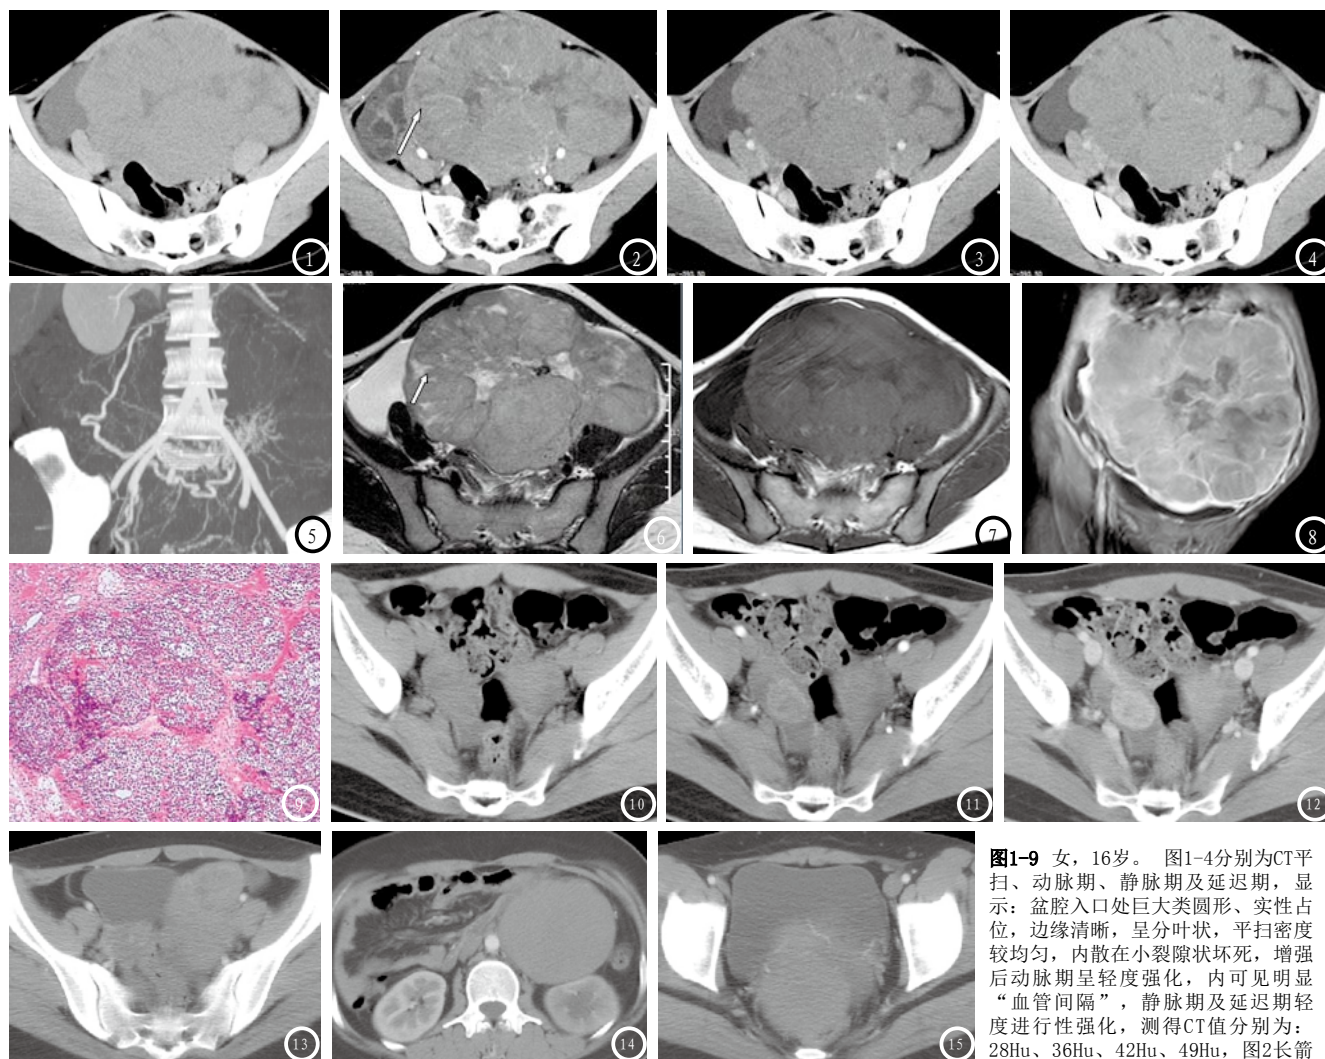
女, 16岁。图1-4分别为CT平扫、动脉期、静脉期及延迟期, 显示: 盆腔入口处巨大类圆形、实性占位, 边缘清晰, 呈分叶状, 平扫密度较均匀, 内散在小裂隙状坏死, 增强后动脉期呈轻度强化, 内可见明显“血管间隔”, 静脉期及延迟期轻度进行性强化, 测得CT值分别为: 28Hu、36Hu、42Hu、49Hu, 图2长箭头示“血管间隔”; 图5 VR图像显示肿瘤由扭曲、增粗的右侧卵巢动脉供血, 供血血管呈“间隔样”排列; 图6-7 分别为T2WI、T1WI序列, 纤维间隔呈低信号改变(短箭头示: “纤维间隔”), 且CT增强所示“血管间隔”与纤维间隔位置、排列相同; 图8 MRI增强冠状位清晰显示肿块全貌, 纤维血管间隔及包膜明显强化; 图9 (HE×100) 镜下示: 瘤细胞排列呈小巢状或腺泡状, 瘤细胞大小较一致, 呈圆形、胞浆清亮, 核大、深染, 核分裂象易见, 间质为纤细的纤维组织并淋巴细胞浸润、血管增生。图10-12 女, 20岁; 图10右侧卵巢小圆形占位, 边缘清晰, 平扫密度不均, 中央见小斑片状坏死; 图11-12示: 肿块动脉期明显强化, 静脉期轻度延迟强化, 测得CT值分别为: 80Hu、95Hu, 术前误诊硬化性间质瘤。图13-15 女, 19岁。均为增强动脉期图像, 分别显示左卵巢占位及腹膜后、子宫直肠陷凹转移灶, 病灶密度较均匀, 动脉期呈轻度强化, 病灶内均未见血管间隔或小血管影。
